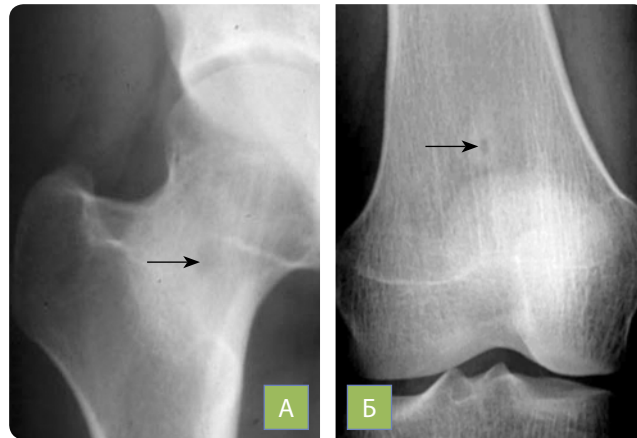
Рентгенограми проксимального (А) та дистального (Б) метафізів стегнової кістки: остеїдна остеома
